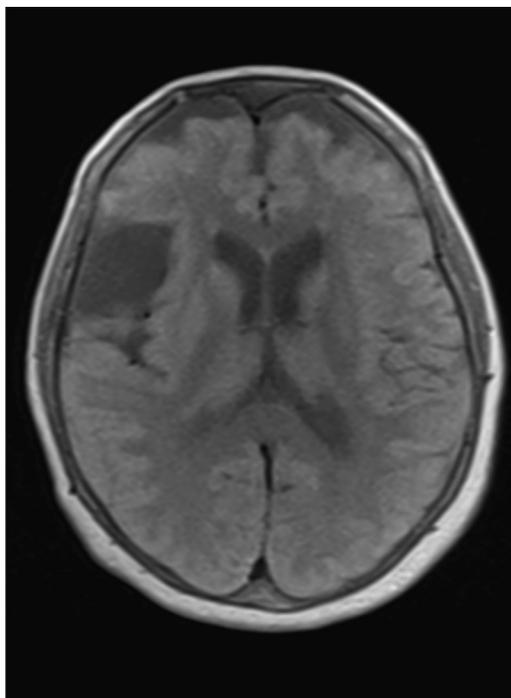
Imagen por resonancia magnética ponderada en T1, en sección transversal. Se advierte una lesión quística de límites precisos ocupando gran parte de la fosa craneal media derecha. Advértase ausencia de desplazamiento de las estructuras de la línea media.
